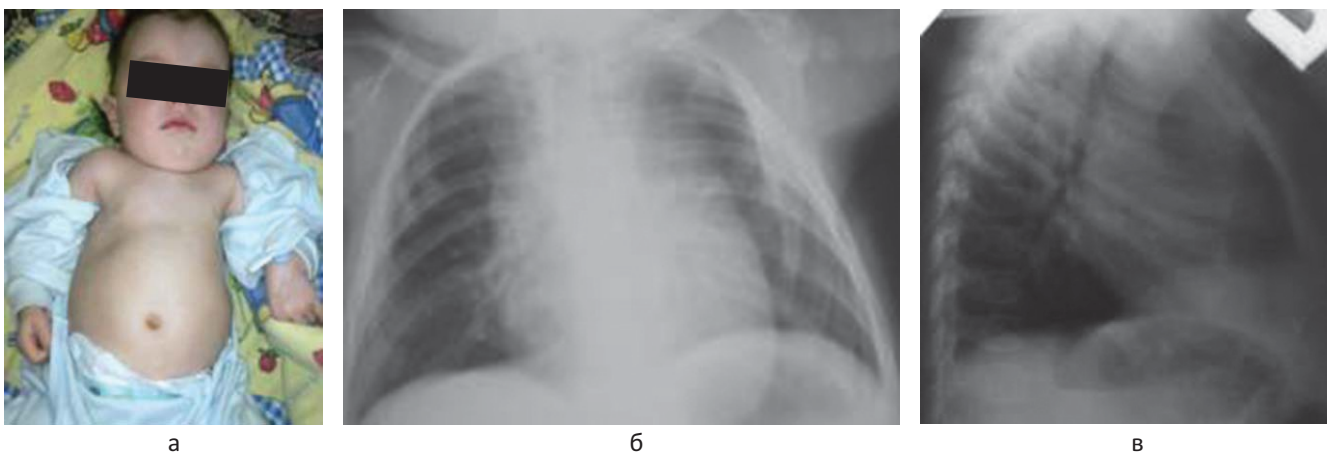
Контрольний огляд дівчинки 3. у віці шести місяців: а – загальний вигляд дівчинки; б і в – оглядові рентгенограми органів грудної клітки у прямій (б) та боковій (в) проєкціях
